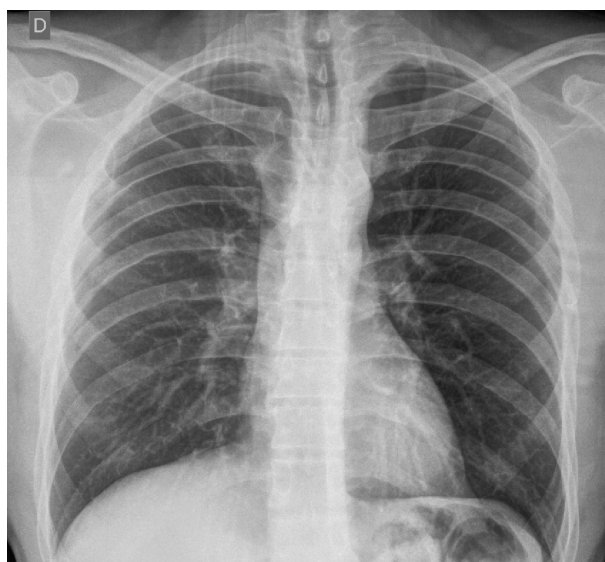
Radiografia de Tórax da admissão no Pronto Socorro. Sinal de Rosler evidente na quarta costela superior e o sinal de 3 invertido (áreas dilatadas pré e pós estenose na aorta descendente).
